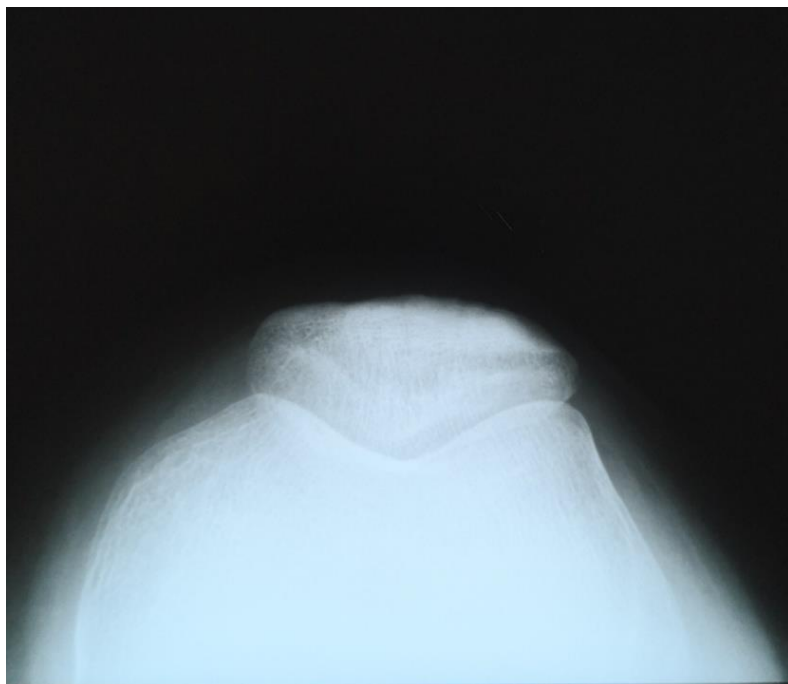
Рентгенограмма коленного сустава в тангенциальной проекции. Отмечается снижение качества визуализации переднего отдела блока и состояния сочленения, связанное с нюансами укладки при исследовании и эффектом суммации (пояснения в тексте). Оценить состояние фасеток и щели пателлофemorального сочленения не представляется возможным
